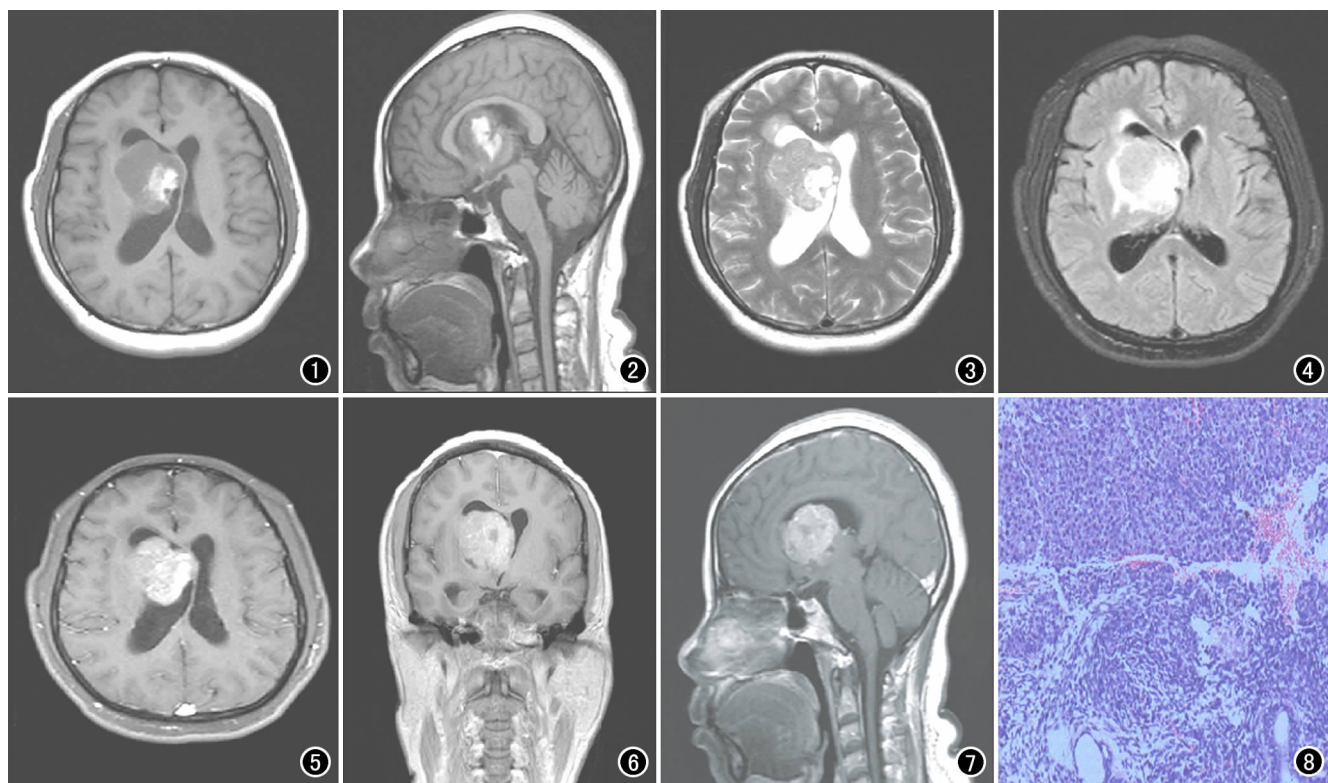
轴面 T_1 WI 示右侧基底节区肿块大部分呈长 T_1 信号,其内可见片状短 T_1 信号,边界较清,突入右侧脑室,透明隔左偏。图 2 矢状面 T_1 WI 示右侧脑室内肿块影,与基底节相连,肿块大部分呈长 T_1 信号,中心可见不规则短 T_1 信号,右侧脑室扩大。图 3 轴面 T_2 WI 示肿块大部分呈等 T_2 信号,肿块内可见片状长 T_2 信号,肿块周围可见水肿带。图 4 FLAIR 序列示肿块实体部分呈等信号,其内可见长 T_2 信号区。图 5 轴面 T_1 WI 增强扫描示肿块呈不均匀强化。图 6 冠状面 T_1 WI 增强扫描示肿块不均匀强化,其内可见不强化长 T_1 斑片影,透明隔左偏。图 7 矢状面 T_1 WI 增强扫描示肿块不均匀强化,其内可见斑片状长 T_1 信号。图 8 镜下示肿瘤细胞呈片状分布,细胞呈圆形,核大,细胞团之间可见炎性细胞浸润,局部见空泡状细胞形成的蜂窝状结构、透明小体及 SD 小体样结构($\times 10$, HE)。
